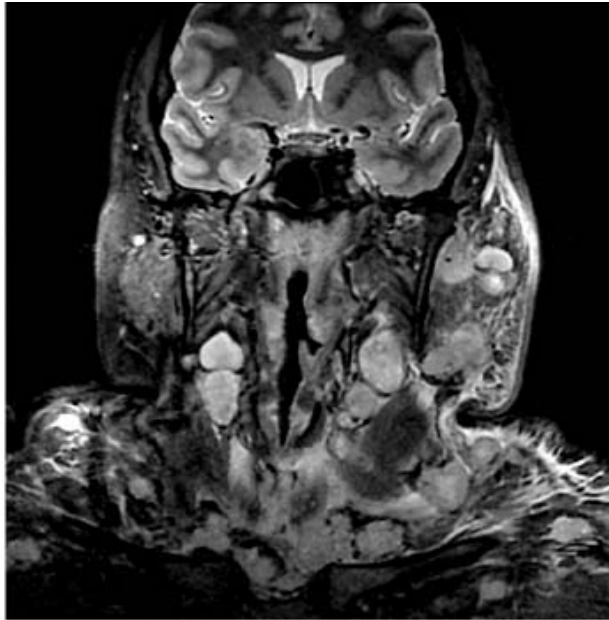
Plano coronal por RM, secuencia ponderada en T2, donde se observan múltiples crecimientos ganglionares que afectan ambas cadenas cervicales y la región supra e infra clavicular.
